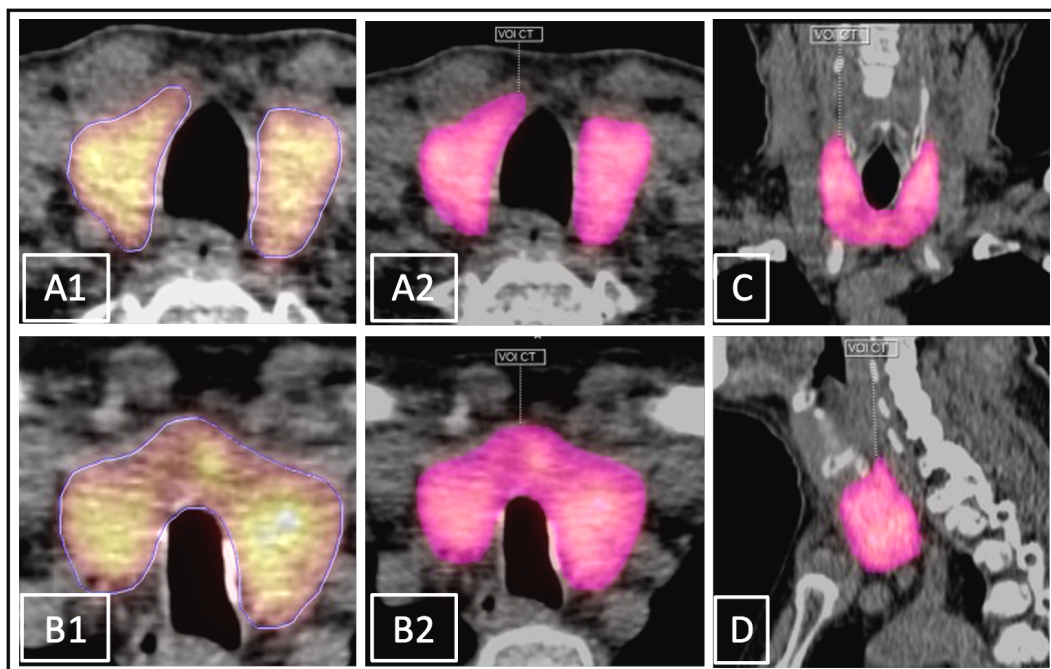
PET/CT in der KS; manuell umrandete Schilddrüse auf transversaler Ebene ohne (A1,2) und mit umrandetem Isthmus (B1,2), dargestellt als eingezeichnete Kontur (A1, B1) und fertige VOI (A2, B2); VOI der Schilddrüse in coronarer (C) und sagitaler (D) Ansicht.
